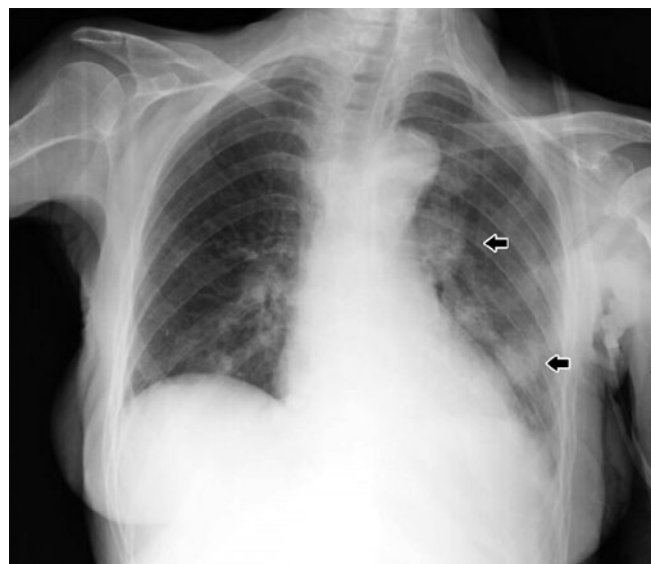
Radiografia torácica posteroanterior com múltiplas imagens hipotransparentes grosseiramente nodulares para-hilares à esquerda (setas).
